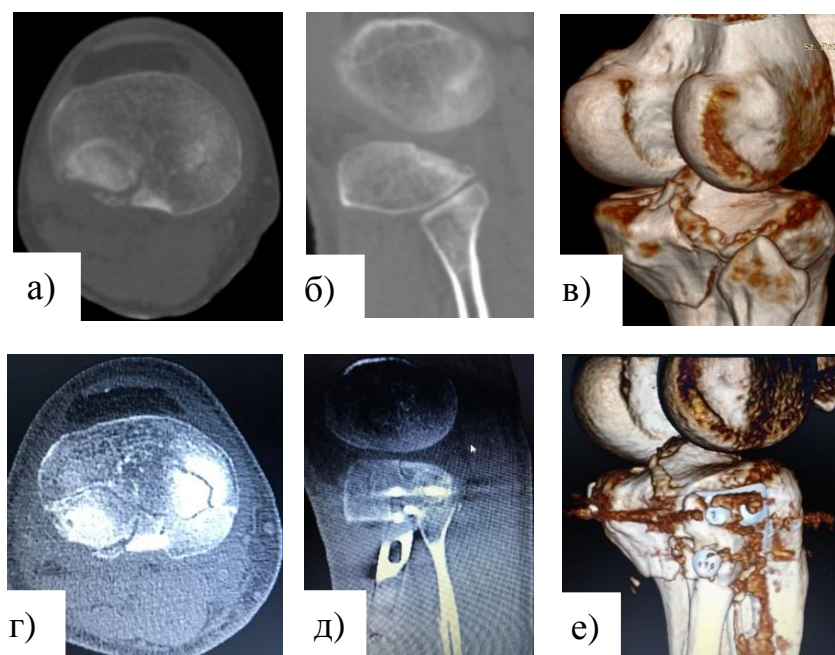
КТ-диагностика положения отломков суставной поверхности проксимального эпифиза (плато) правой ББК: а – аксиальный срез КТ до операции; б – сагиттальный срез КТ до операции; в – Трехмерное изображение КТ с выведением заднелатеральной колонны плато ББК; г – аксиальный срез КТ через 3 месяца после операции; д – сагиттальный срез КТ через 3 месяца после операции; е – трехмерное изображение КТ с выведением заднелатеральной колонны плато ББК через 3 месяца после операции.
